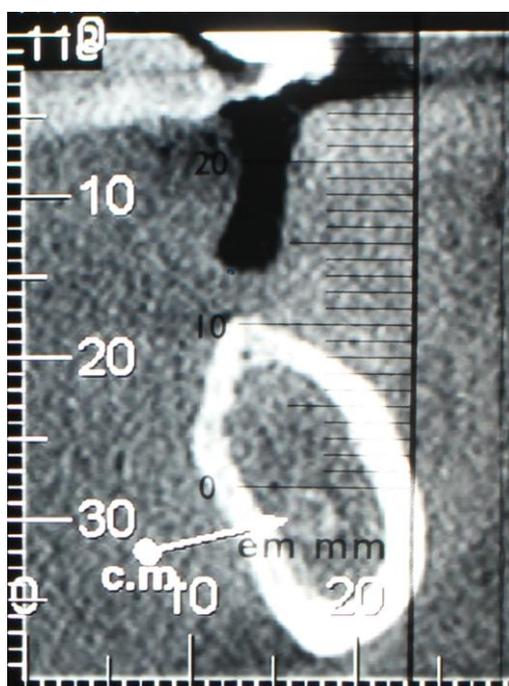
Corte parasagital da TC – altura de 10 mm de remanescente ósseo na região do dente 36.
